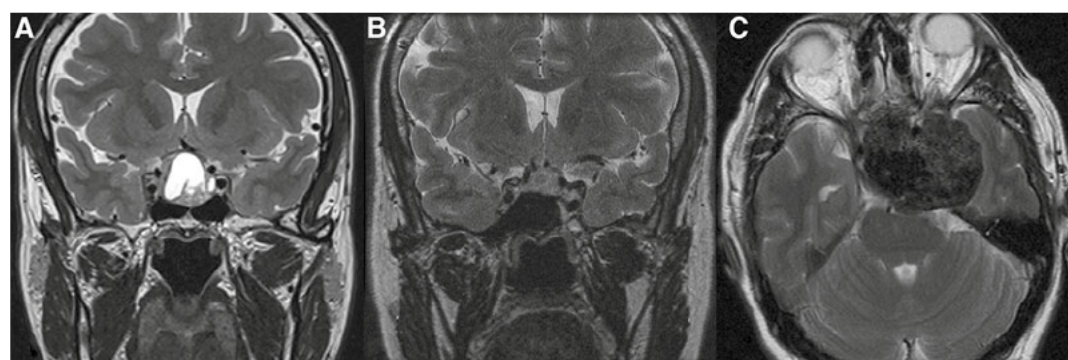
Magnetic resonance imaging from 3 different patients, showing the different T2 signals. (A) Hyperintense. (B) Isointense. (C) Hypointense.
